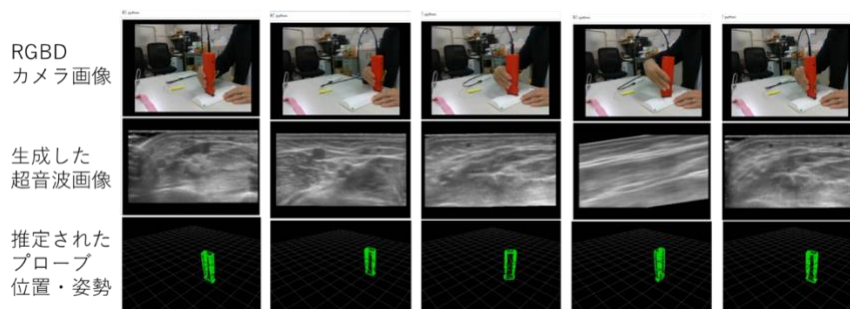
模擬プローブの位置・姿勢推定例とその時の生成超音波画像例
